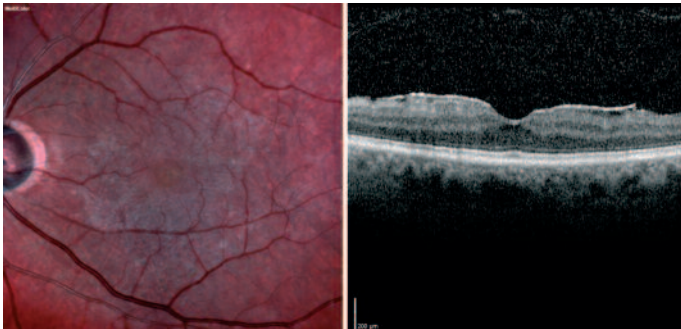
Abb.1. In der Fundusaufnahme des linken Auges zeigt sich eine Zellophanmakulopathie mit zartem epiretinalen Glitzern und einer beginnenden Fältelung der Netzhautoberfläche, ohne Gefäßverzweigungen bei idiopathischer epiretinaler Gliose. In der Optischen Kohärenztomographie (OCT) stellt sich die epiretinale Membran optisch dicht dar. Die foveale Depression und die Photorezeptorzellschicht sind regelrecht erhalten (Gass Stadium 0). Der Patient gibt keine Metamorphopsien an und hat einen Dezimalvisus von 1,0.
